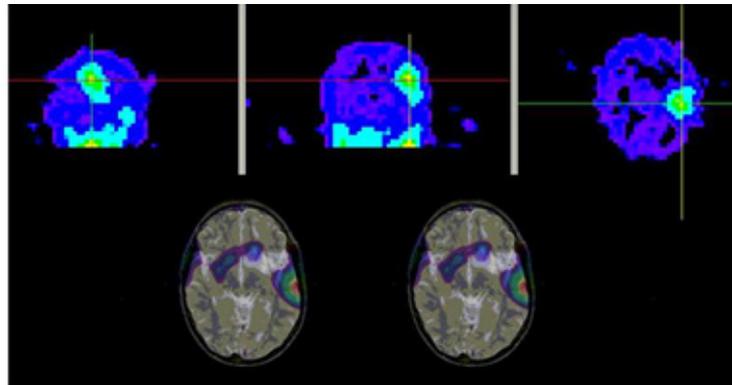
Imágenes obtenidas en pruebas de medicina nuclear combinadas con imágenes de resonancia magnética que proporciona altos niveles de sensibilidad
